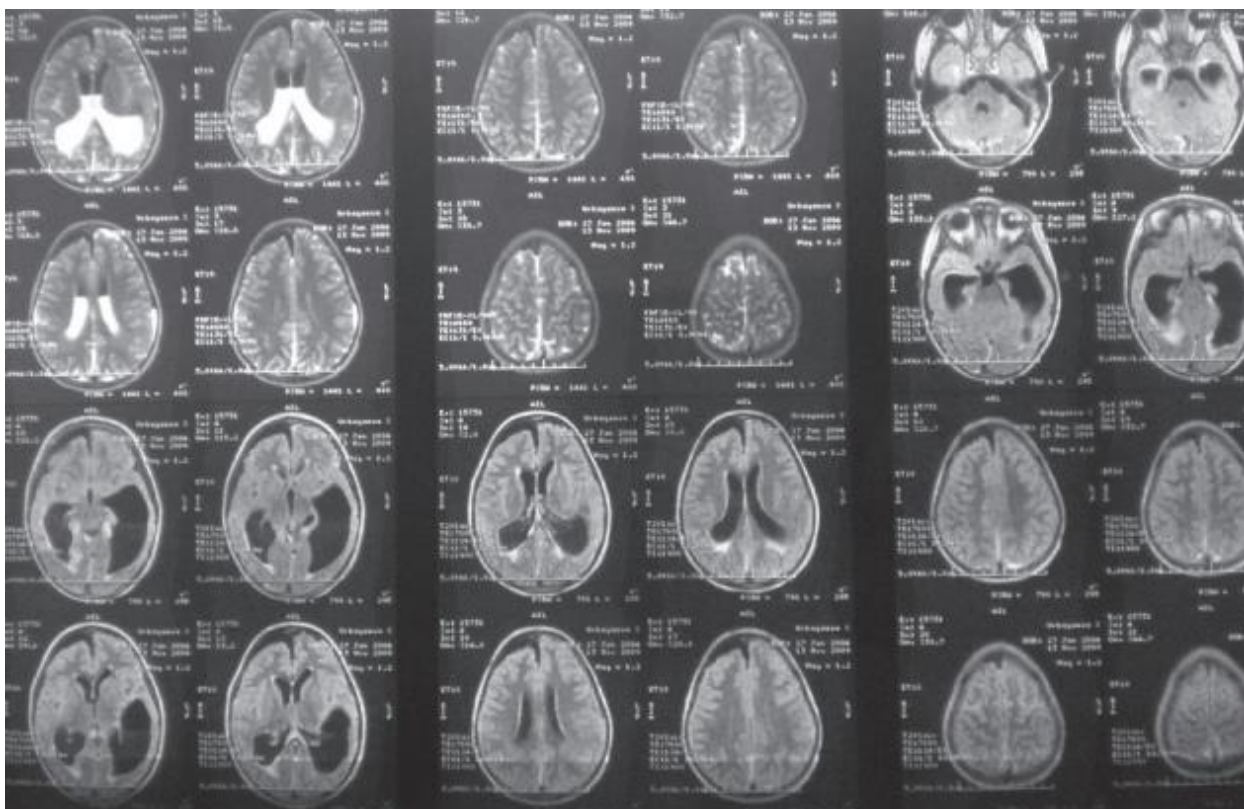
Пациентка У., 5 лет, МРТ головного мозга при поступлении
